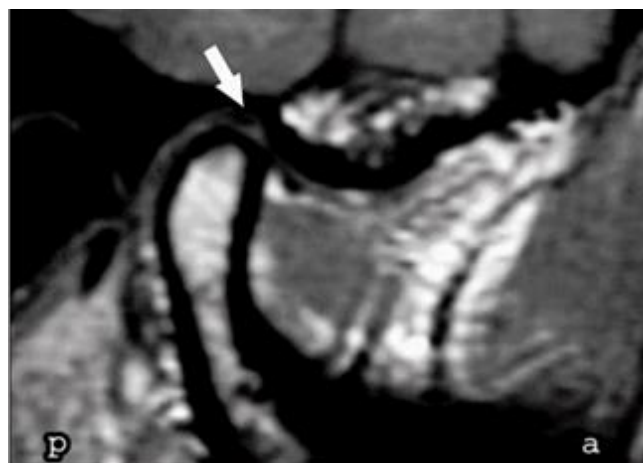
Ressonância Magnética Nuclear em corte sagital.
